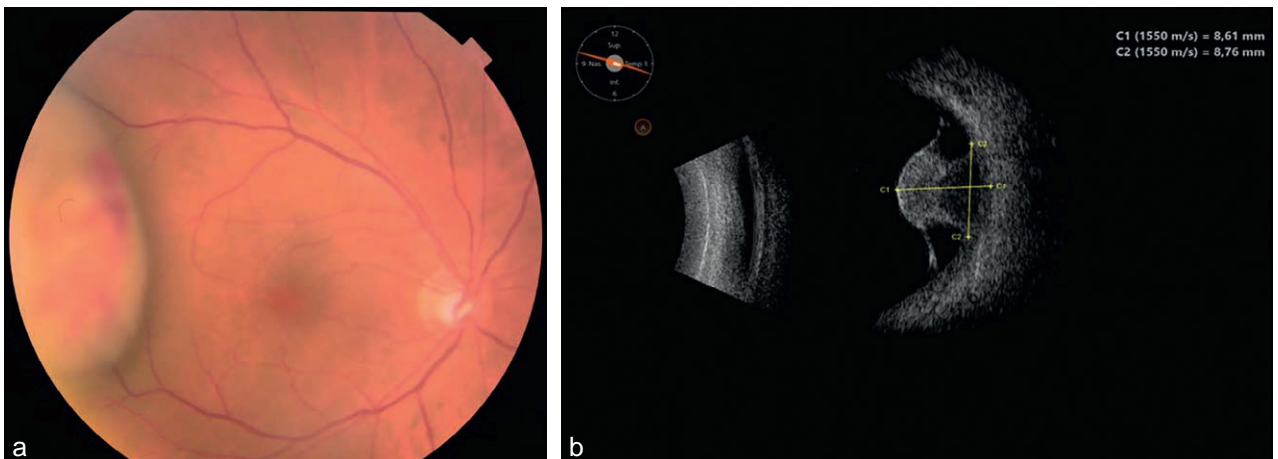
Mélanome choroidien achrome (a) avec une forme en champignon en échographie (b). Indication à réaliser une irradiation par protons et une endorésection de la cicatrice.
